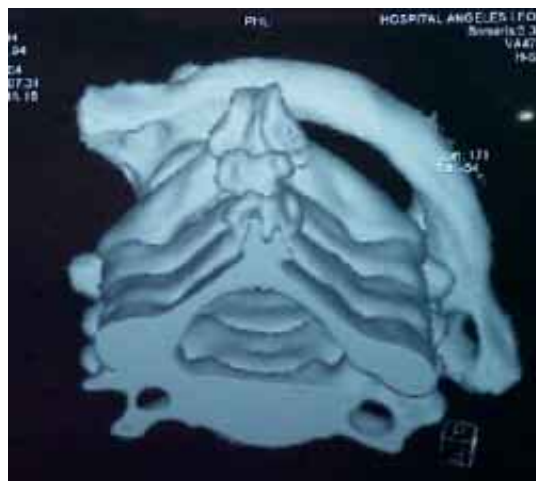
Tomografía axial computarizada, reconstrucción digital, vista en el plano posterior con eje de dirección infero-superior, que muestra la luxación rotatoria atlanto-axoidea.
